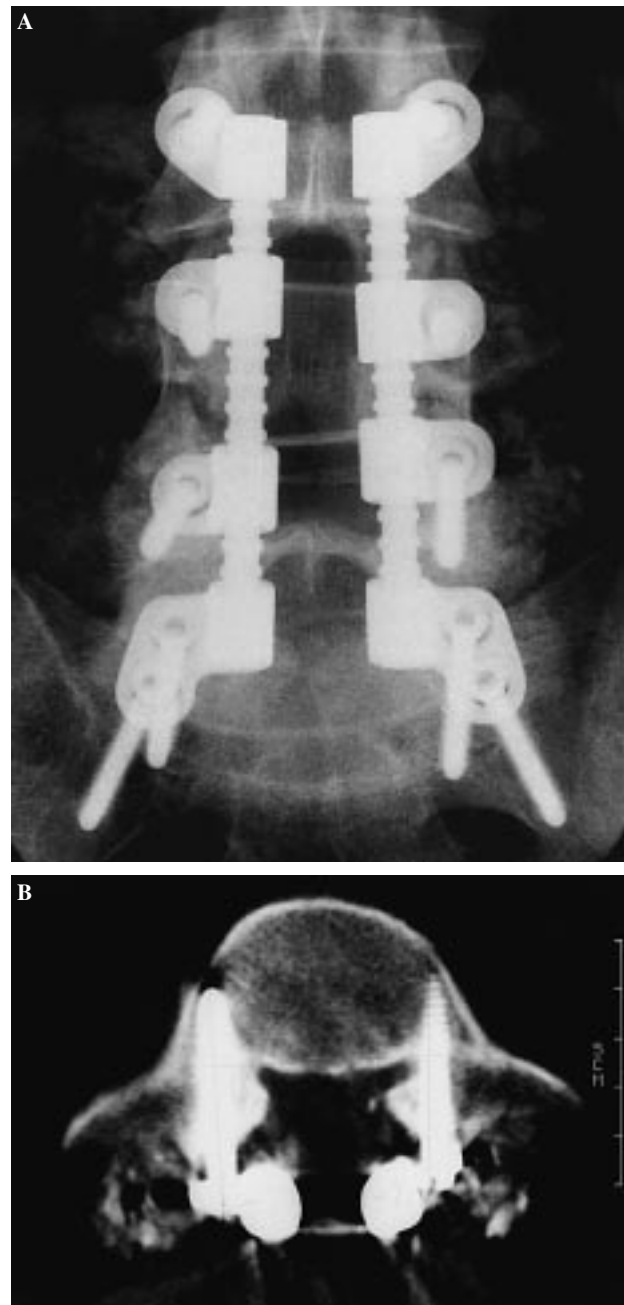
A: Rx mostrando localización incorrecta en pedículo L5 derecho (lateral). B: El mismo caso con TAC mostrando localización correcta en ambos pedículos L5.
